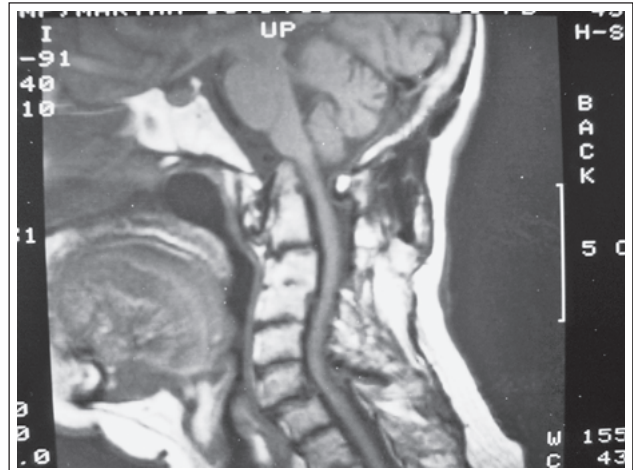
Sagittales T2-MRT mit Vertikalluxation des Dens. Sagittales T1-MRT mit Vertikalluxation des Dens.
